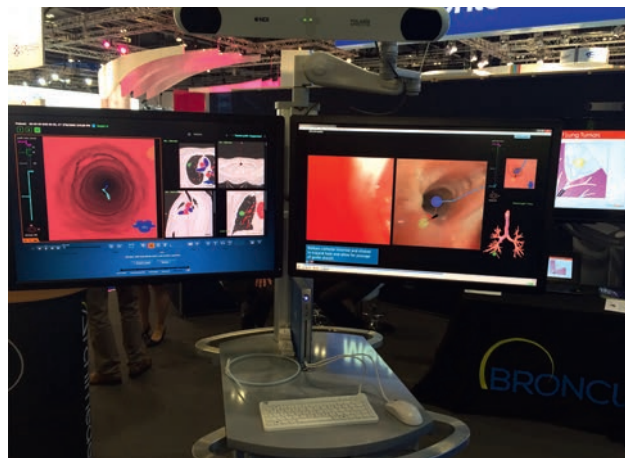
3D-навігаційна технологія з віртуальною бронхоскопією при використанні даних СКТ легень
